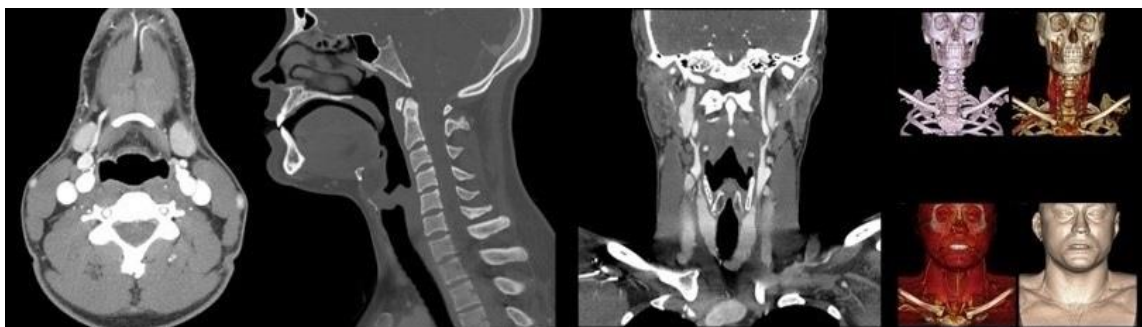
TDM de la tête et cou
